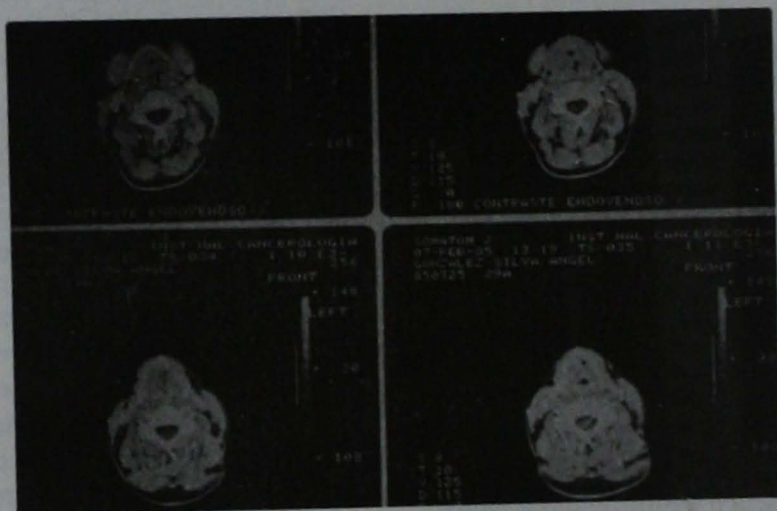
Tomografía computarizada de cuello, en proyección axial, que demuestra tumor ocupando prácticamente toda la laringe.
